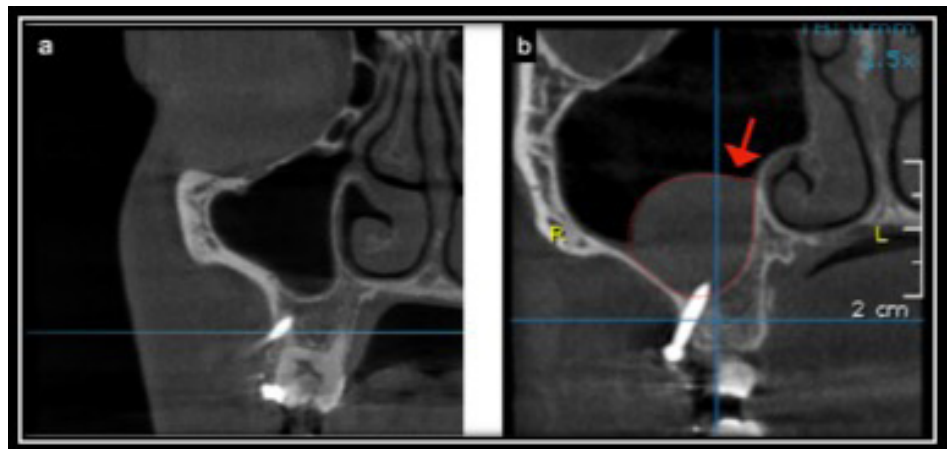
a) Imágen sagital de CBCT que muestra la ausencia de zonas hipertróficas en la membrana de Schneider en el Seno Maxilar, en condiciones normales la membrana del seno maxilar no debe observarse (19). b) Imágen de CBCT que muestra la presencia de zonas hipertróficas en la membrana de Schneider en el Seno Maxilar, Punteado y flecha roja. Cuando la mucosa del seno maxilar excede un engrosamiento mayor de 2mm, se considera como una condición patológica (20)
